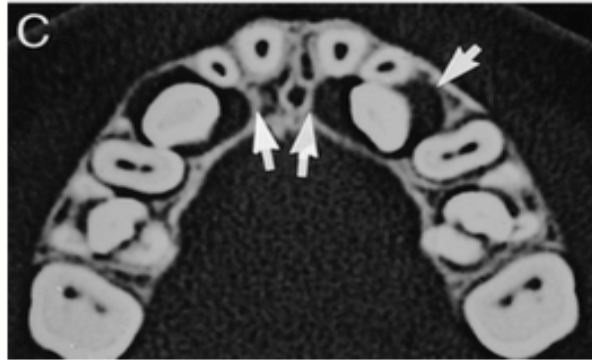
TC, se aprecia agrandamiento del folículo sin reabsorción radicular.
